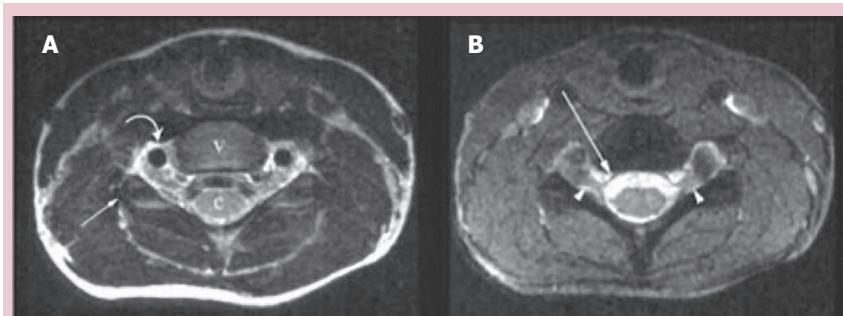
Стандартная МРТ.
